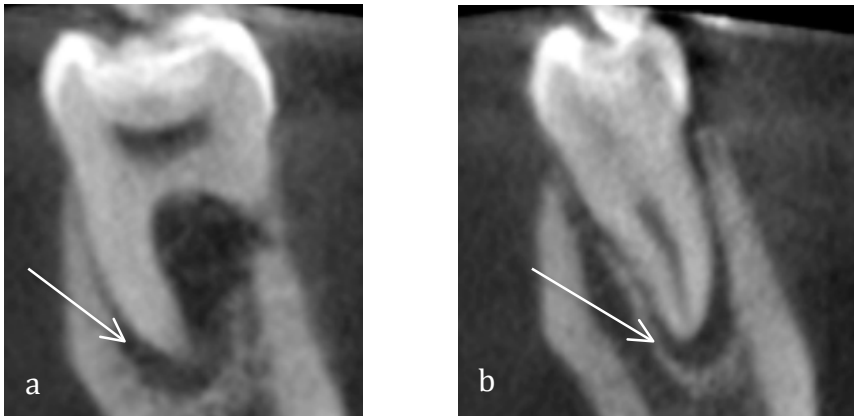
a. y b. Cone Beam pieza 3.6 corte coronal, se observa lesión apical en relación a las raíces del molar
